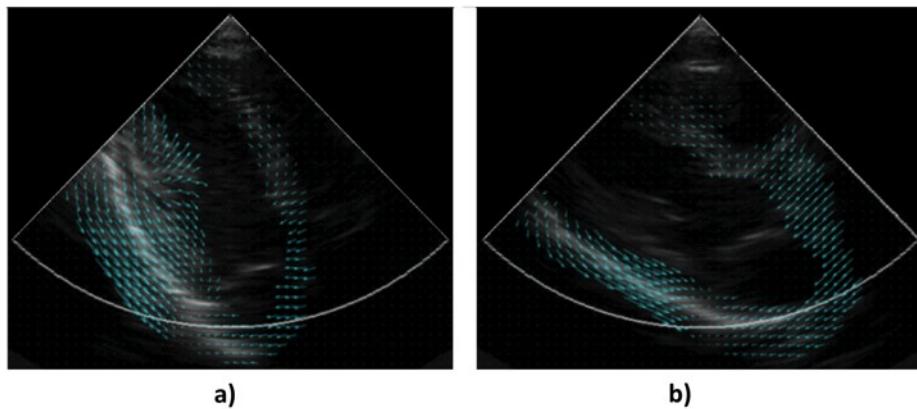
Exemples de champs de vitesses tissulaires myocardique obtenu par régularisation vectorielle de deux champs Doppler orientés : a) Coupe apical 3-cavités et b) Coupe parasternale grand axe. Adaptée de (Arigovindan *et al.*, 2007).
